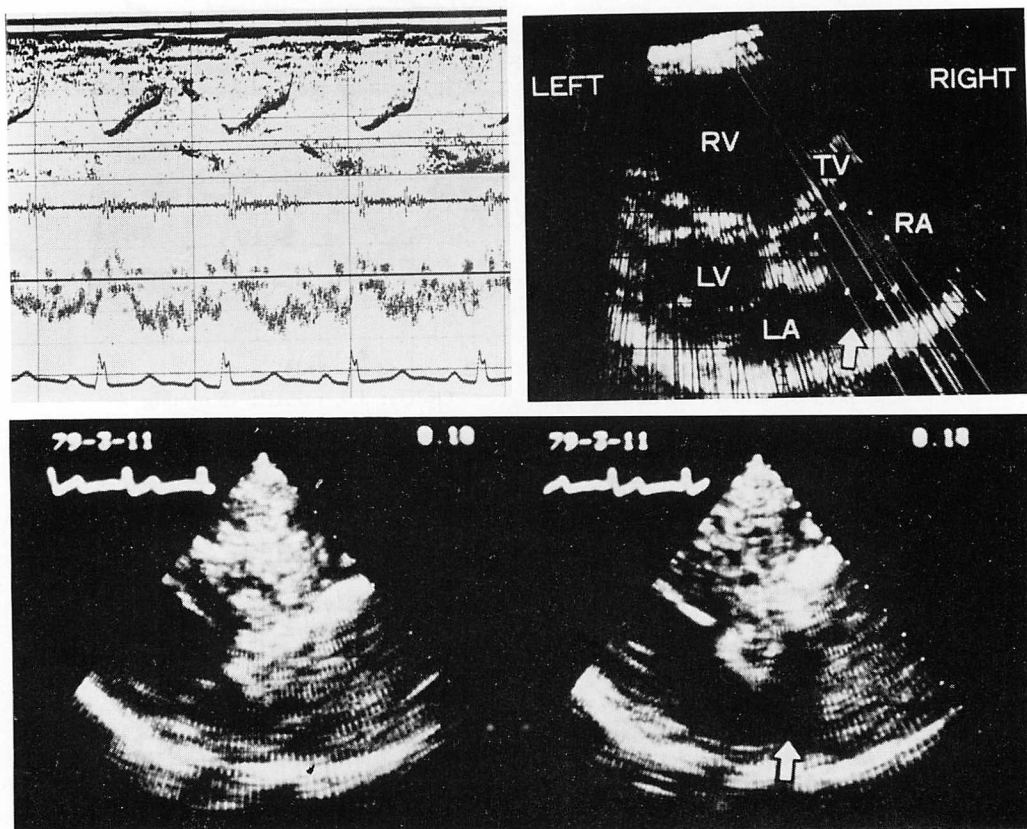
Similitude of an area of the S wave in the Doppler study and a non-contrast-containing area in the right atrium produced by L-R shunt flow in contrast echocardiography (37 y.o. female, $Q_p/Q_s=2.1$, mean PA pressure=16 mmHg).
